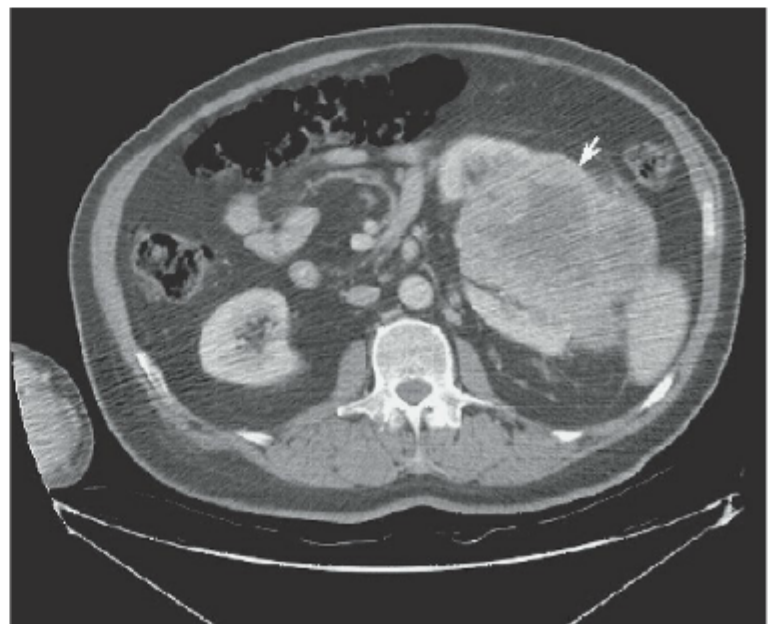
TC do abdome demonstra grande massa renal esquerda, compatível com carcinoma de células renais (seta).
